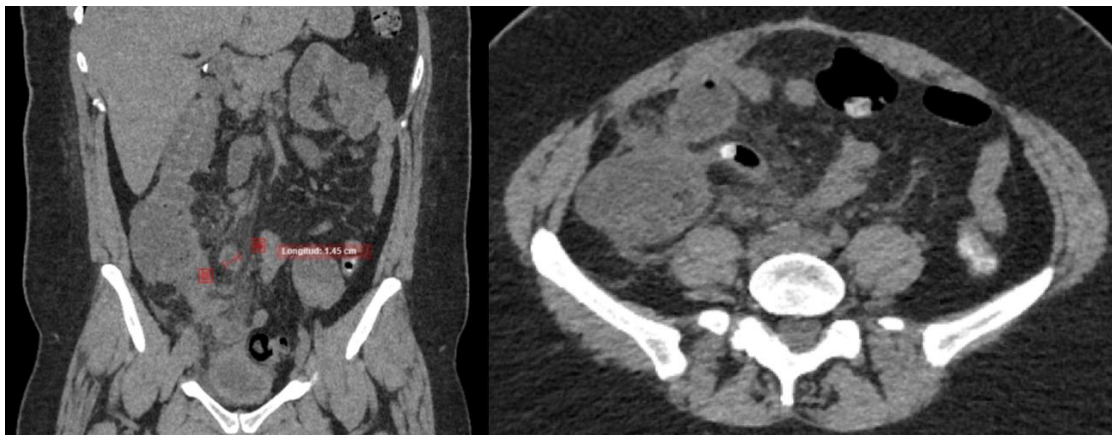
Tomografía abdominopélvica en corte coronal y transversal en donde se aprecia aumento del diametro apendicular y fecalito en el tercio proximal.
